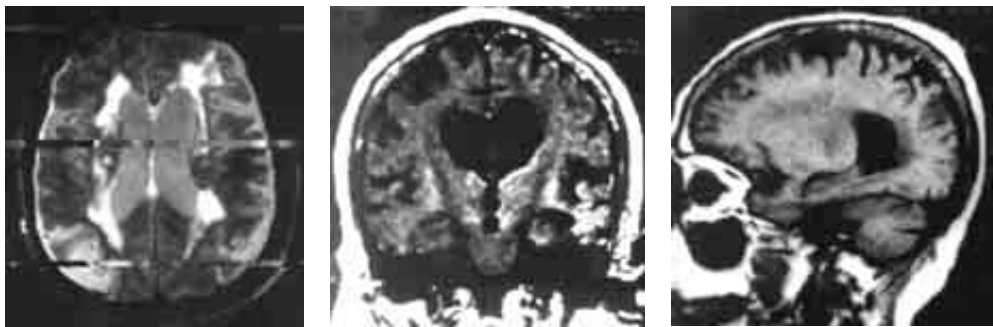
Resonancia magnética nuclear de cráneo (RM). La primera imagen, corte axial T2, echo 1 la cual muestra atrofia cerebral, dilatación ventricular y áreas periventriculares de leucoaraiosis. La segunda imagen, corte coronal, muestra atrofia de ambos hipocampos y de la región infero-lateral de los lóbulos temporales, además de disminución importante del volumen cerebral. La tercera imagen, corte sagital, muestra atrofia cerebral, disminución del hipocampo derecho y del volumen cerebral.
